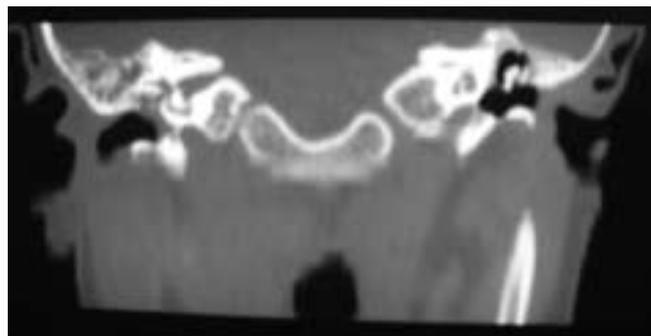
e 3 TC assiale e coronale: opacimento delle cellette mastoidee bilaterale e opacimento della cassa timpanica destra.
